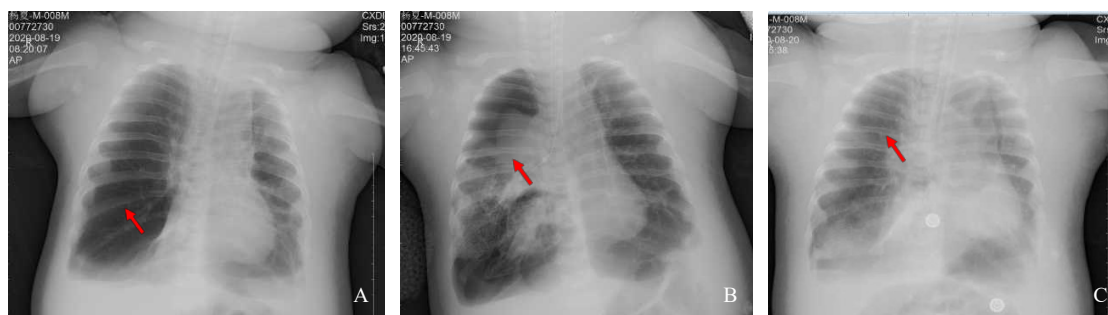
支气管封堵试验中胸部X线检查 A: 封堵前, 右肺野透亮度增高, 纵隔左移, 右肺气肿 (箭头所指); B: 封堵右上叶后4 h复查, 可见右上肺较前明显塌陷 (箭头所指), 右中下肺复张; C: 撤除封堵器后12 h复查, 可见右上肺叶已完全复张 (箭头所指), 纵隔症明显。
